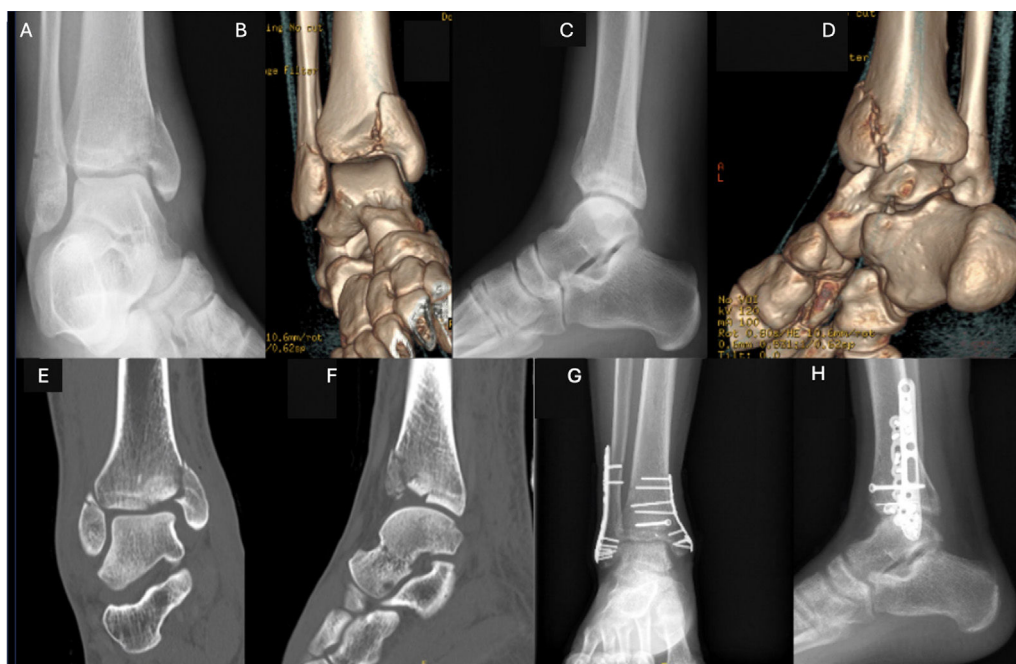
A-D: Ejemplo de fractura transversal del peroné infrasindesmal SAD II con trazo vertical en columna interna. E y F: Imagen de TC mostrando impactación medial y colapso del cartilago articular. G y H: Radiografías postoperatorias mostrando osteosíntesis mediante placa anatómica de peroné, placa antideslizante en columna interna, aguja de Kirschner y tornillo interfragmentario para restaurar la superficie articular.
